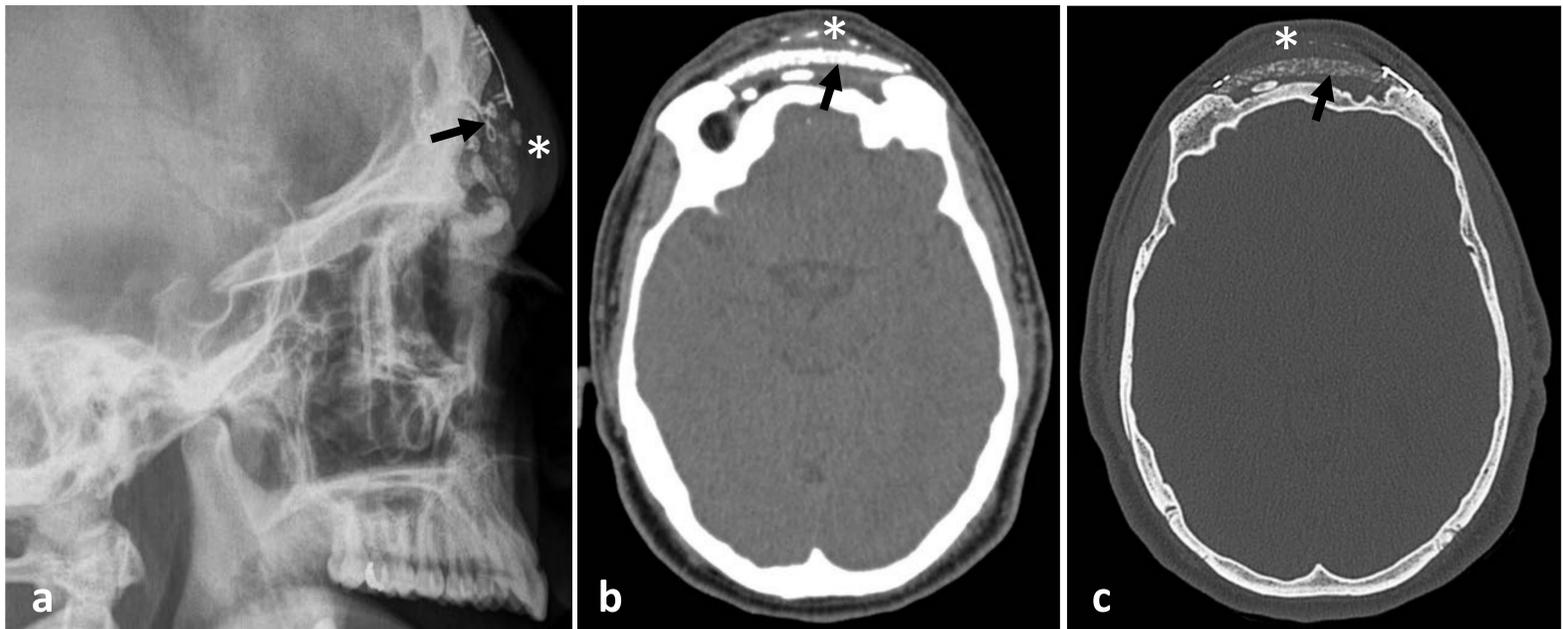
Complicaciones asociadas. (a) RX de cráneo lateral. (b, c) TC craneal, ventana de partes blandas y de hueso, axial. Material de reconstrucción del hueso frontal (*flechas*) tras exéresis de osteoma. Aparición de colecciones líquidas adyacentes y cambios inflamatorios en el tejido celular subcutáneo (*asterisco*) tras años de la intervención, sugestivo de reacción a cuerpo extraño.
